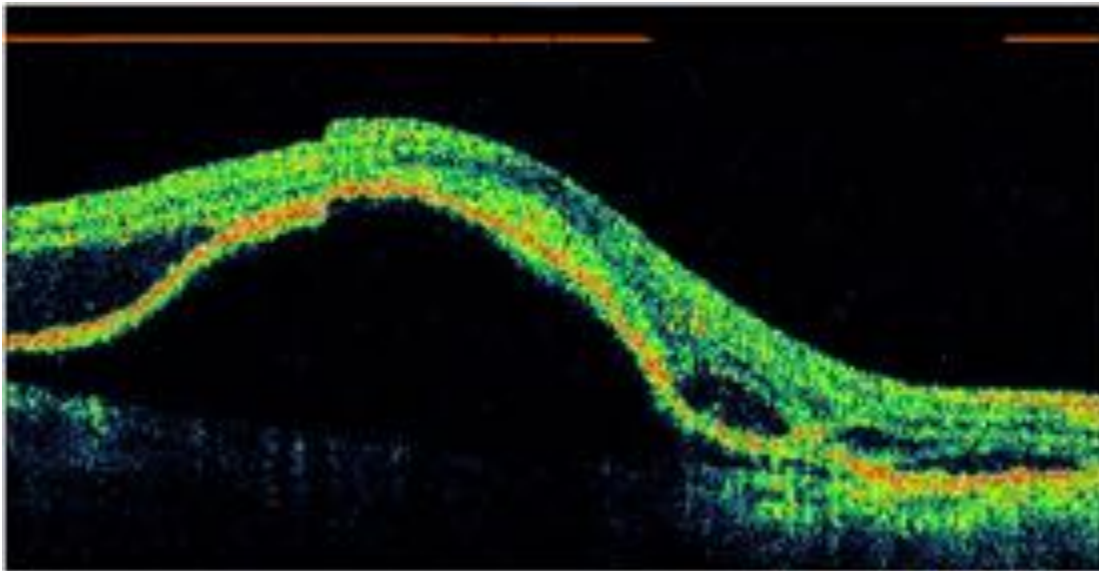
Edema macular quístico en Tomografía de Coherencia Óptica.
